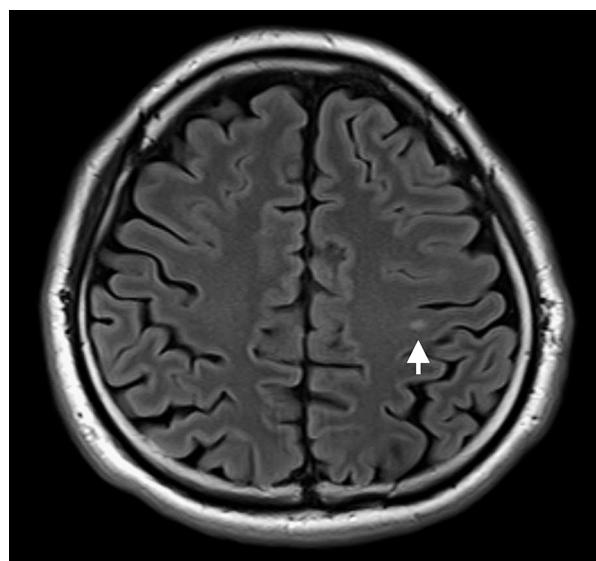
Brain magnetic resonance imaging (MRI) of Patient 1 on day 56 (1 day after admission).
